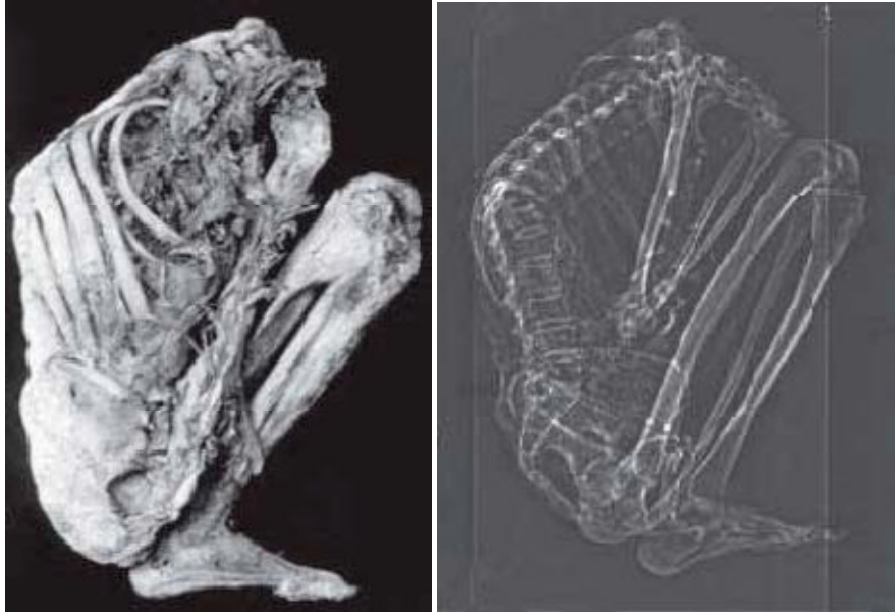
Izquierda: Momia 003, Museo Arqueológico de la Casa del Marqués de San Jorge, Bogotá, Colombia. Derecha: Tomografía computada mostrando lesiones vertebrales. Figuras tomadas del libro: Tuberculosis 2007, from basic science to patient care; Palomino *et al*, 2007
